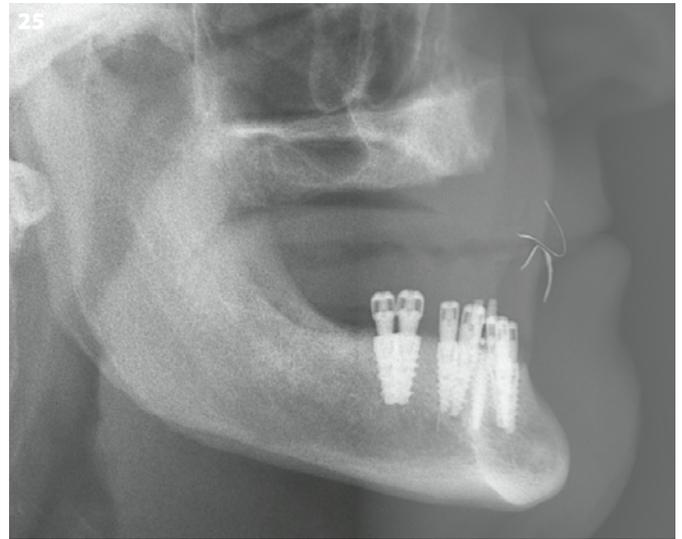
Radiografía lateral.
